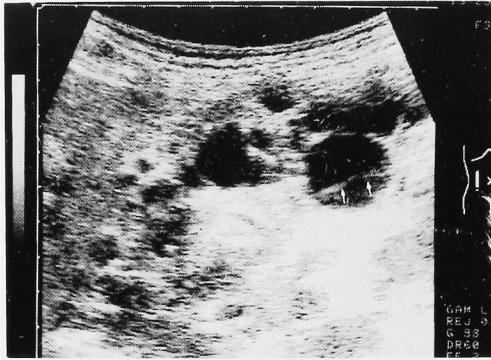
A post-drainage ultrasonograph showing a cyst containing fluid-debris level (arrow).
